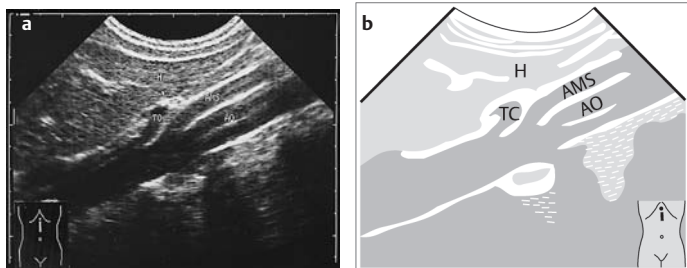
a u. b Truncus coeliacus im Oberbauchlängsschnitt. TC = Truncus coeliacus, AMS = A. mesenterica superior, AO = Aorta, H = Leber
